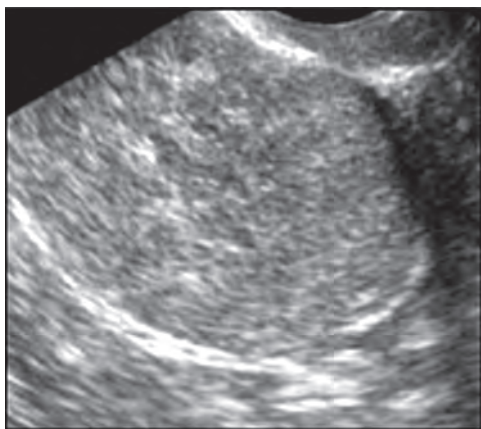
Фиброма яичника при синдроме Мейгса при УЗИ малого таза
